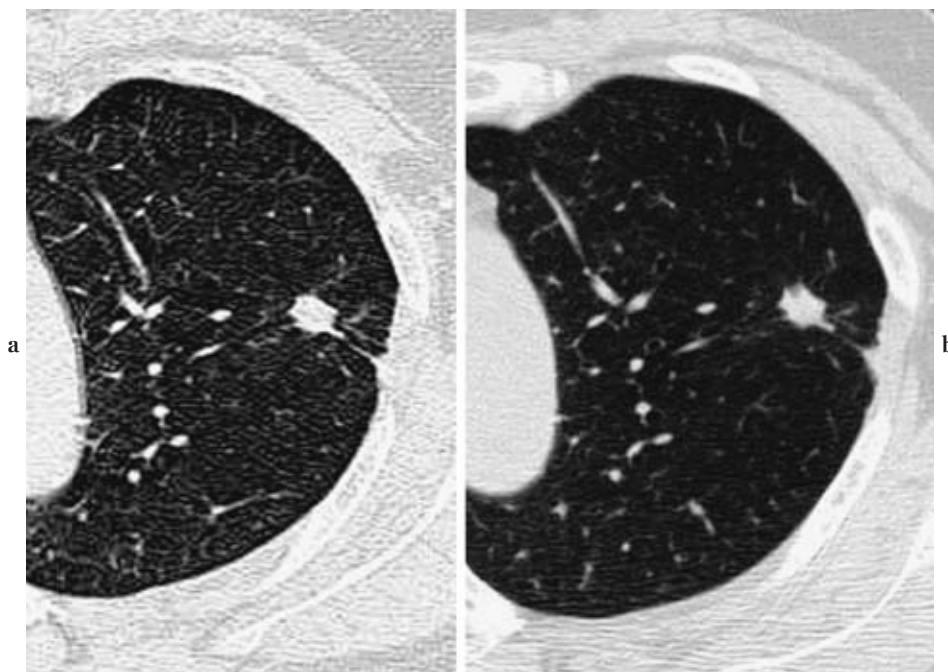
Solid nodule suspected focal fibrosis. (a) CT image shows a polygonal shaped solid nodule with pleural indentation in the left upper lobe. (b) CT image 12 months later shows no significant interval change.
